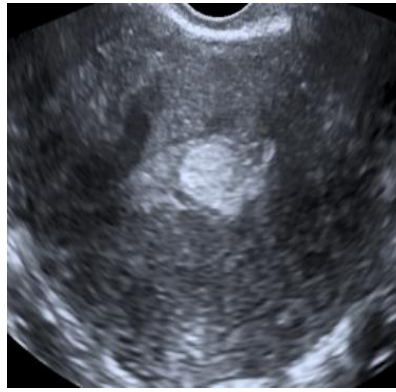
Полип эндометрия, 2ДУЗИ
